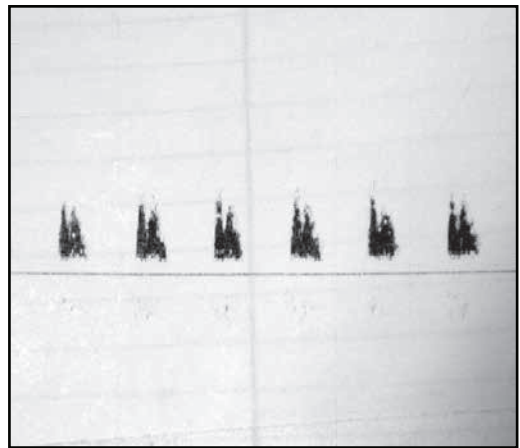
Sonograma correspondiente a un paciente en muerte encefálica con el denominado patrón de espigas sistólicas
